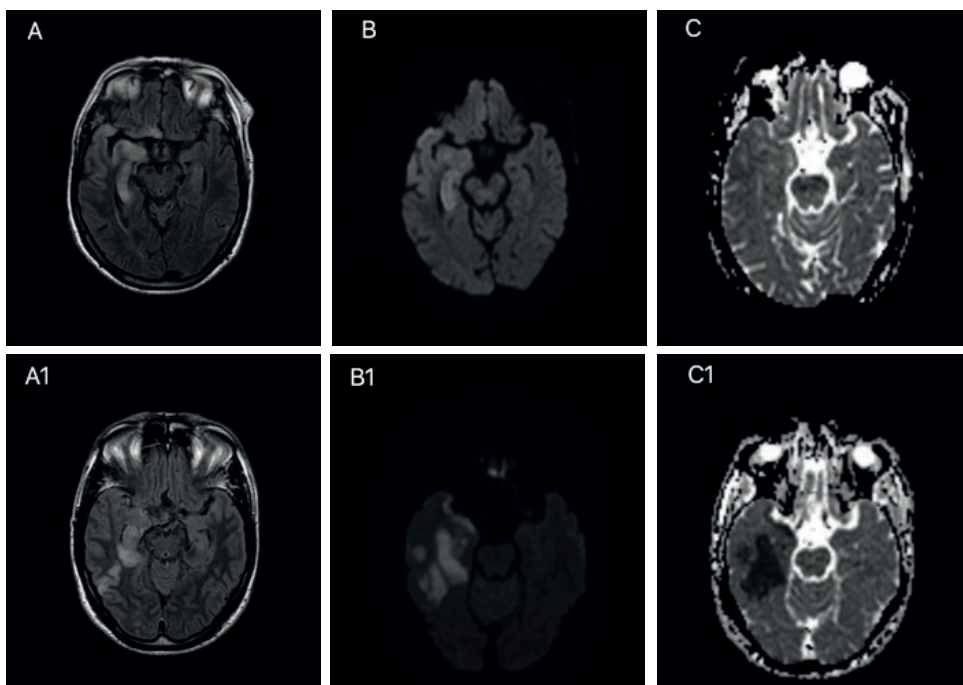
Estudos RM-CE comparando imagens de encefalite herpética (A, B, C) e AVC isquémico (A1, B1, C1), ilustrado a importância dos estudos de difusão para o diagnóstico diferencial. (A) Hipersinal em FLAIR; (B) Hipersinal em DWI; (C) Mapa ADC sem evidência de restrição à difusão. (A1) Hipersinal em FLAIR; (B1) Hipersinal em DWI; (C1) Hipossinal no Mapa ADC, traduzindo restrição à difusão.
